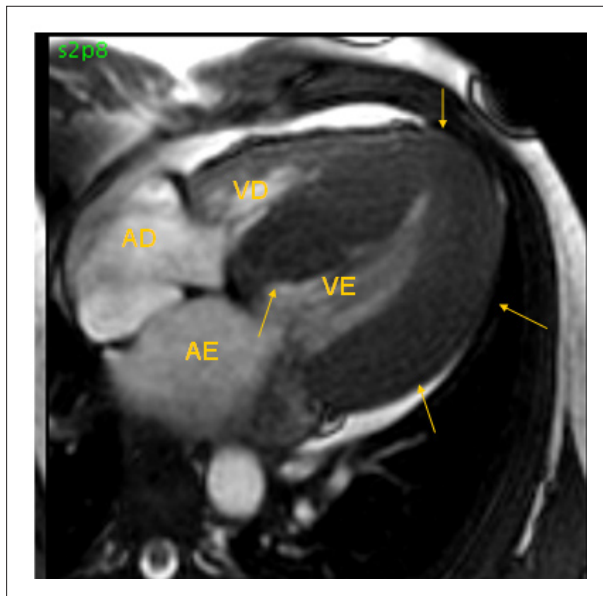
RMN (eixo longo) de paciente portador de CMH; Setas - demonstram hipertrofia acentuada do VE; AD - átrio direito; VD - ventrículo direito; AE - átrio esquerdo; VE - ventrículo esquerdo.
